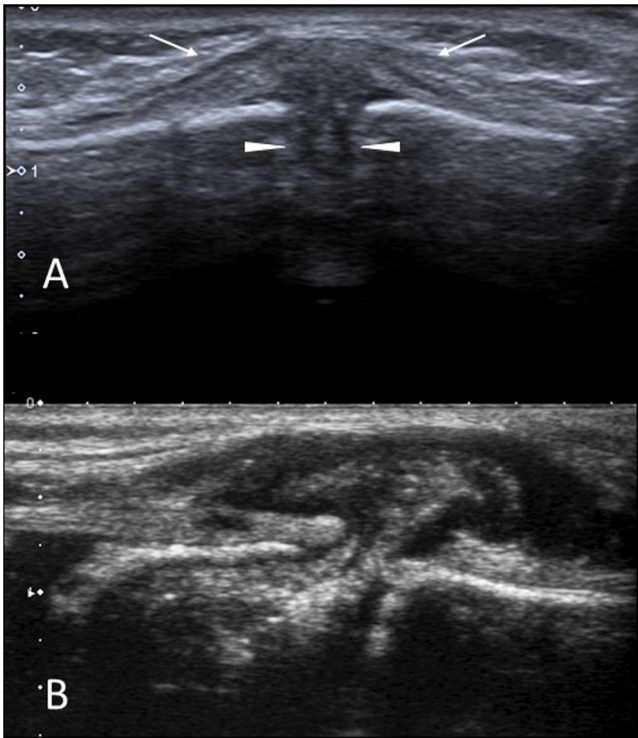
SELSTOC. A) Imagen de ecografía en escala de grises en el plano sagital en un niño de 2 años con un nódulo preesternal duro e indoloro. La lesión (flechas) es de predominio hipocogénico y se introduce entre los núcleos de osificación del esternón, separándolos (cabezas de flecha). B) Imagen sagital de ecografía en escala de grises en una niña de 4 años con hallazgos clínicos y de imagen similares a los del paciente anterior.
